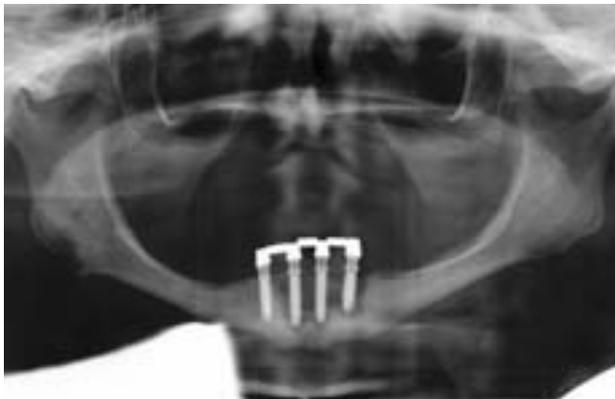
Orthopantomogramm.
